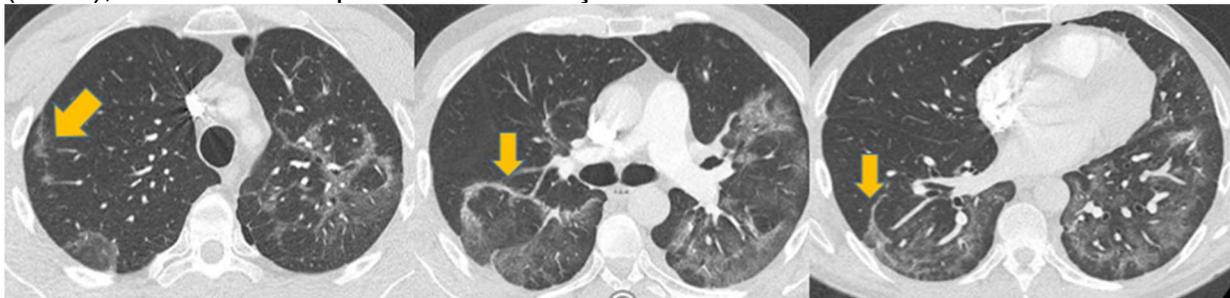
Tomografia Computadorizada realizada em 07 de agosto de 2020 evidenciando a resolução espontânea do pneumomediastino sem utilização de medidas intervencionistas, com manutenção de opacidades em vidro fosco, resolução das consolidações e surgimento de algumas linhas atelectásicas (setas), em fase fibroreparativa da doença.
